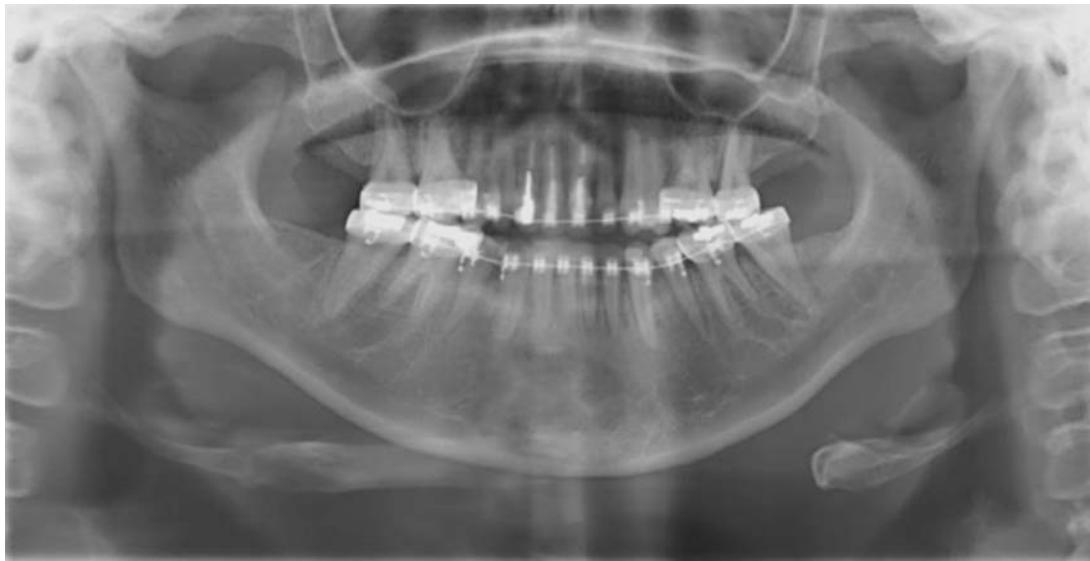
La radiografía panorámica u ortopantomografía indica que se ha obtenido un espacio adecuado entre los laterales y caninos superiores en forma bilateral para permitir la osteotomía interdental. Nótese la divergencia creada entre las raíces de dichos órganos dentarios.
